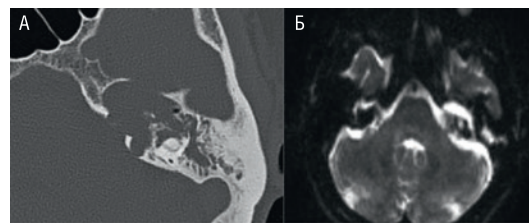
КТ пациента с супралабиринтной апикальной формой холестеатомы
